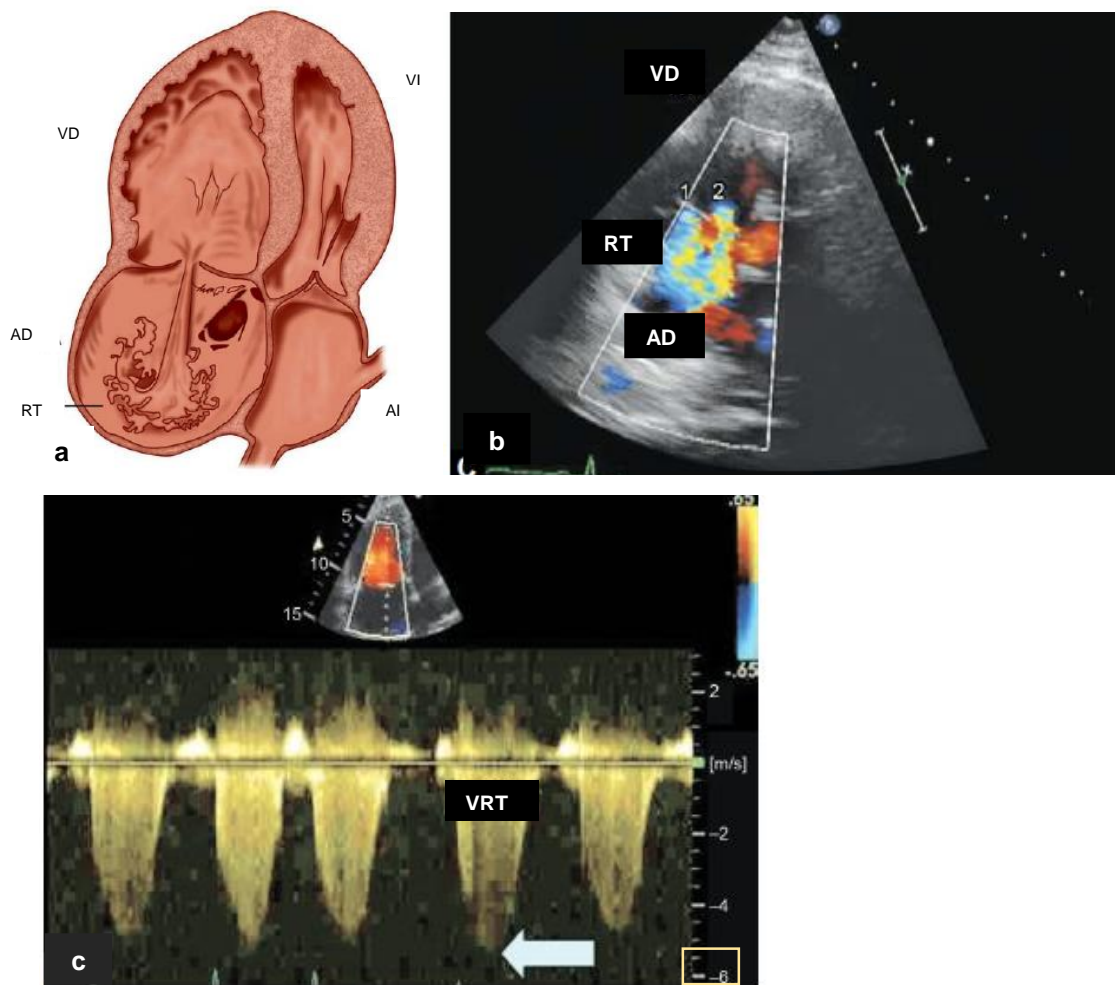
Velocidad de regurgitación tricuspídea. a y b) Flujo de regurgitación tricuspídea. c) Trazo Doppler en un paciente con hipertensión pulmonar idiopática, con una velocidad de regurgitación tricuspídea > 5 m/s, señalado con la flecha. RT: regurgitación tricuspídea. VRT: velocidad de regurgitación tricuspídea (modificado de Nanda, 2014).
